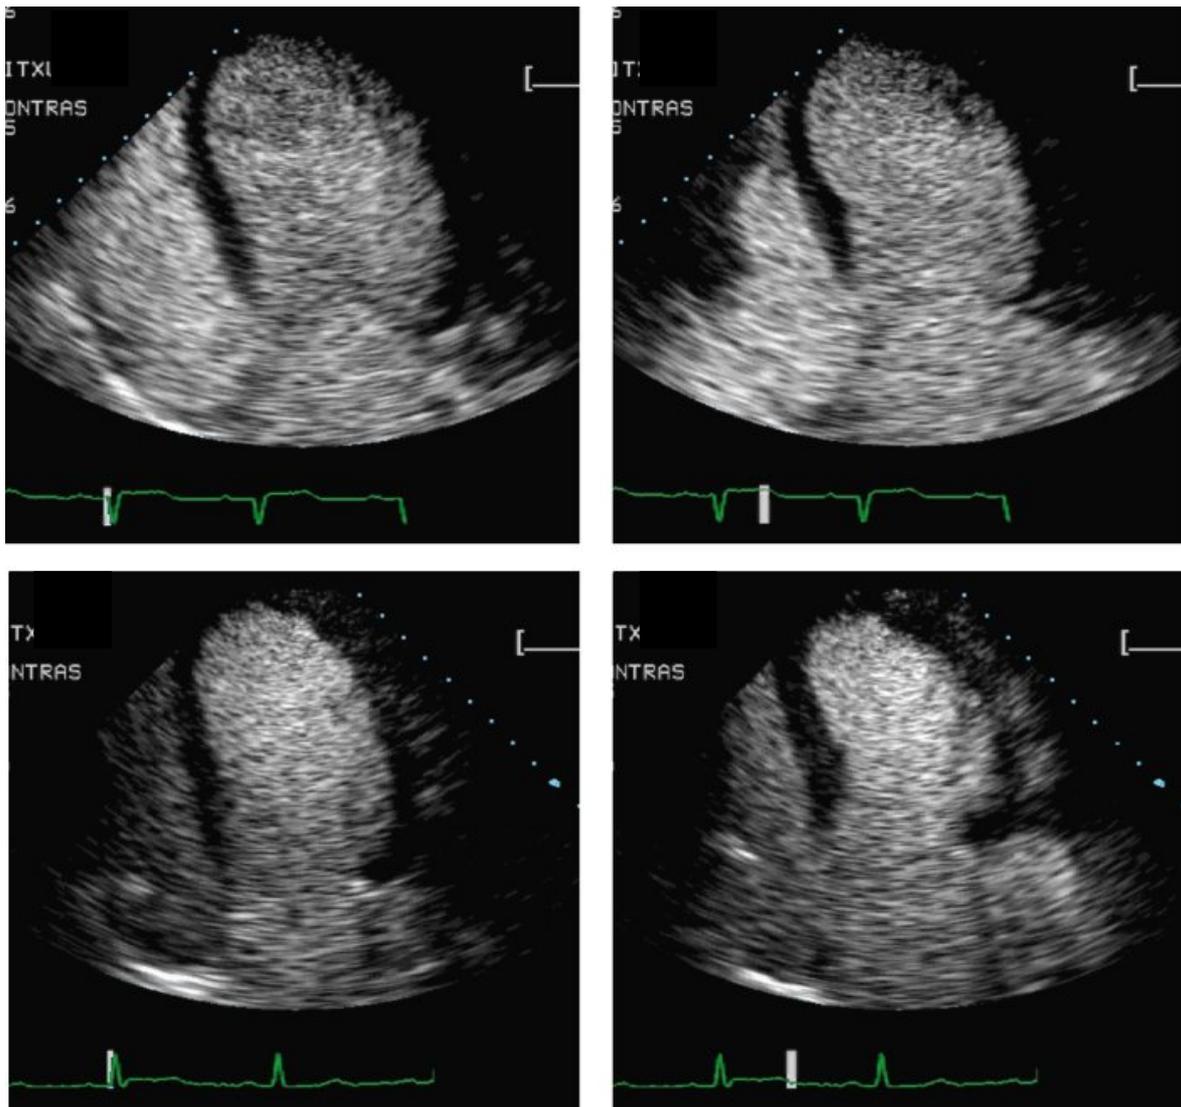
Imagen de ecocardiografía en dos dimensiones tras la administración de ecocontraste que permite la perfecta delimitación del endocardio ventricular izquierdo en pacientes con regular ventana acústica para su delimitación basal.
